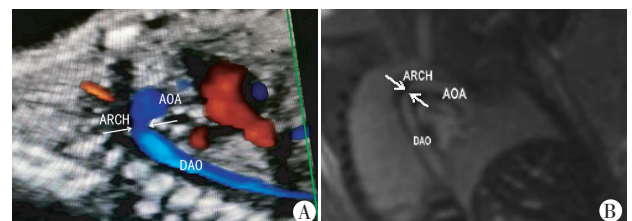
完全型大动脉转位超声(A)和 MRI(B)图
